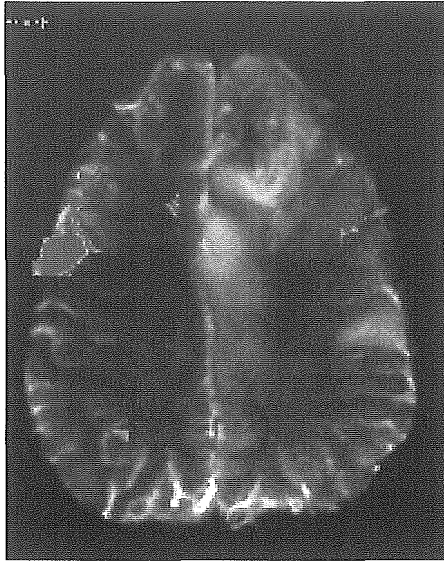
BOLD法を用いて撮像したf-MRI 利き手は左手であり、言語優位半球は右と推定された。
